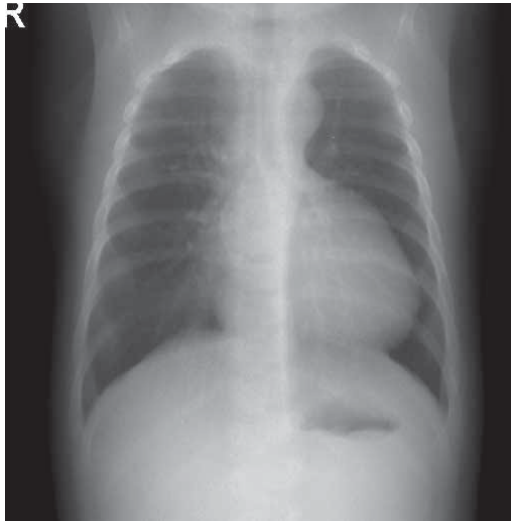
Chest radiography: decreased pulmonary vascularity, “boot-shaped” silhouette of the heart
